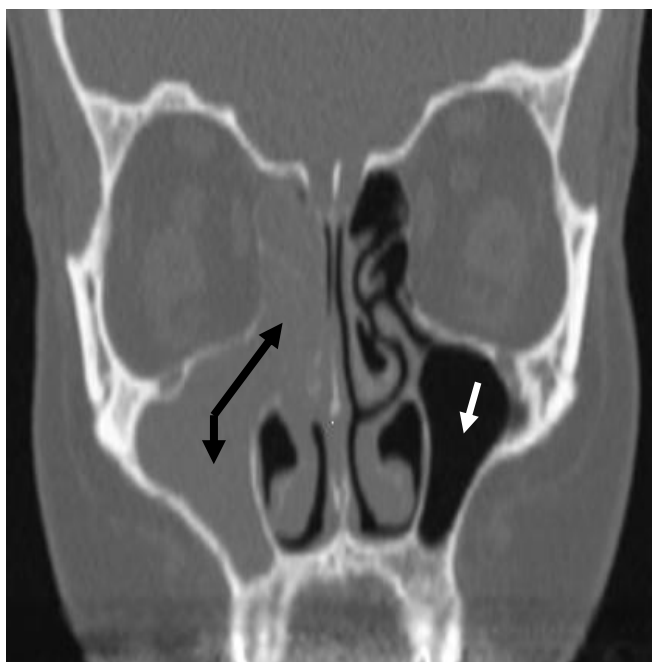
coupe coronale d'une TDM montrant un comblement ethmoido-maxillaire unilatéral droit dans le cadre d'une SFA.
